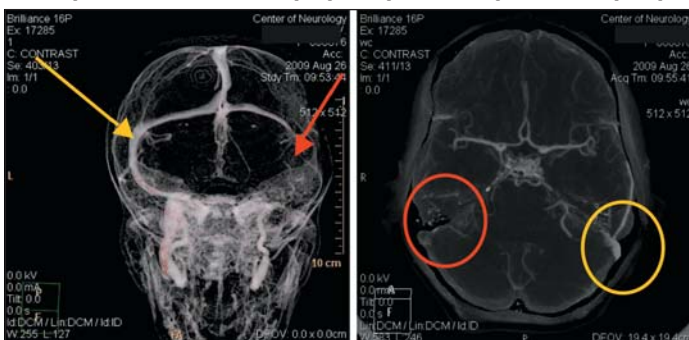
КТ – веносинусография. Красным цветом отмечено отсутствие кровотока по правому сигмовидному синусу
